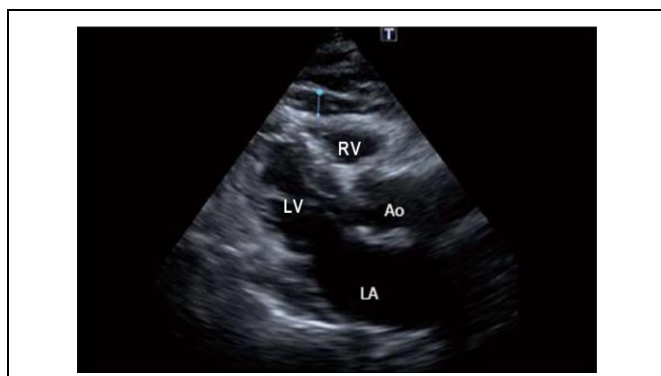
Двухмерная трансторакальная эхокардиограмма. Измерение толщины эпикардального жира.
